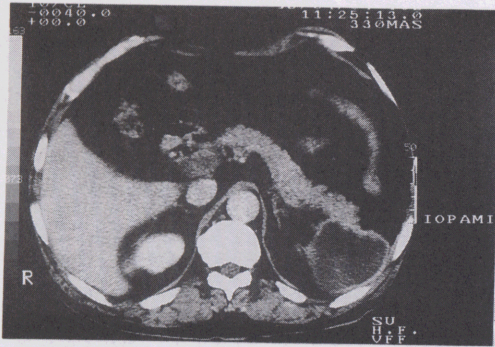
腹部造影CT所見、脾上極に突出傾向のある、造影剤によりCT値の上昇を示さない低吸収域を認める。又、脾の被膜に一致して、rimenhancementを認める。
